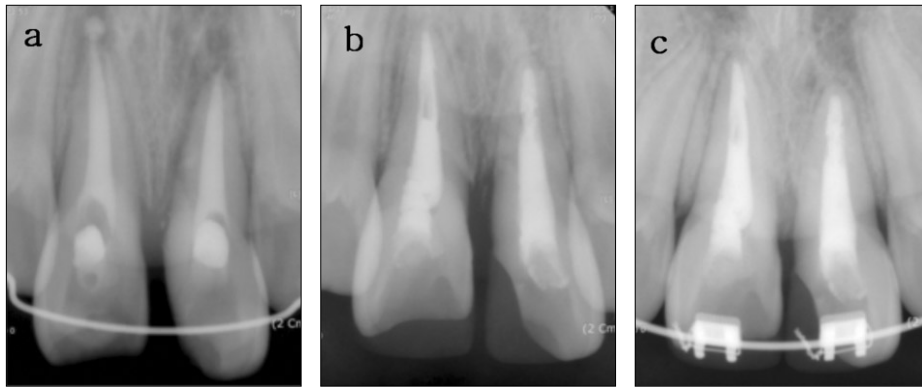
Radiograph after Intentional replantation. 2 weeks later(a), 7months later(b), 2years later(c).
